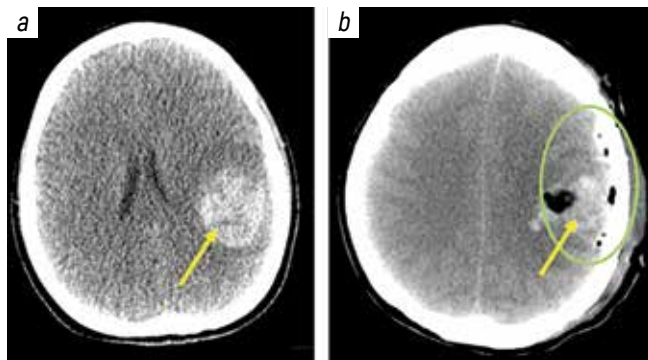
Results of computed tomography of the brain before (a) and after (b) surgery. Arrow points at an intracerebral hematoma, outline shows surgical zone
